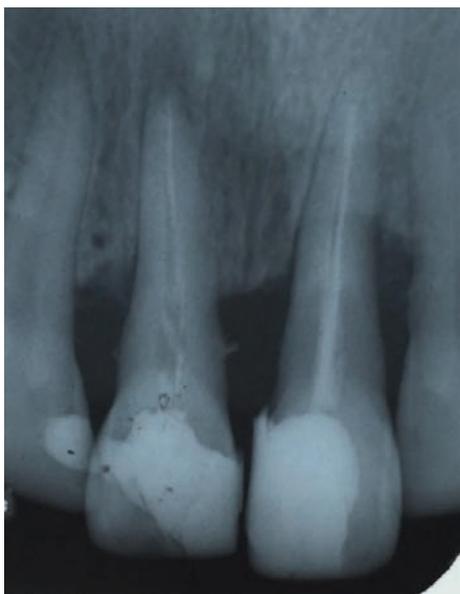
Radiografia inicial dos dentes 11 e 21.
